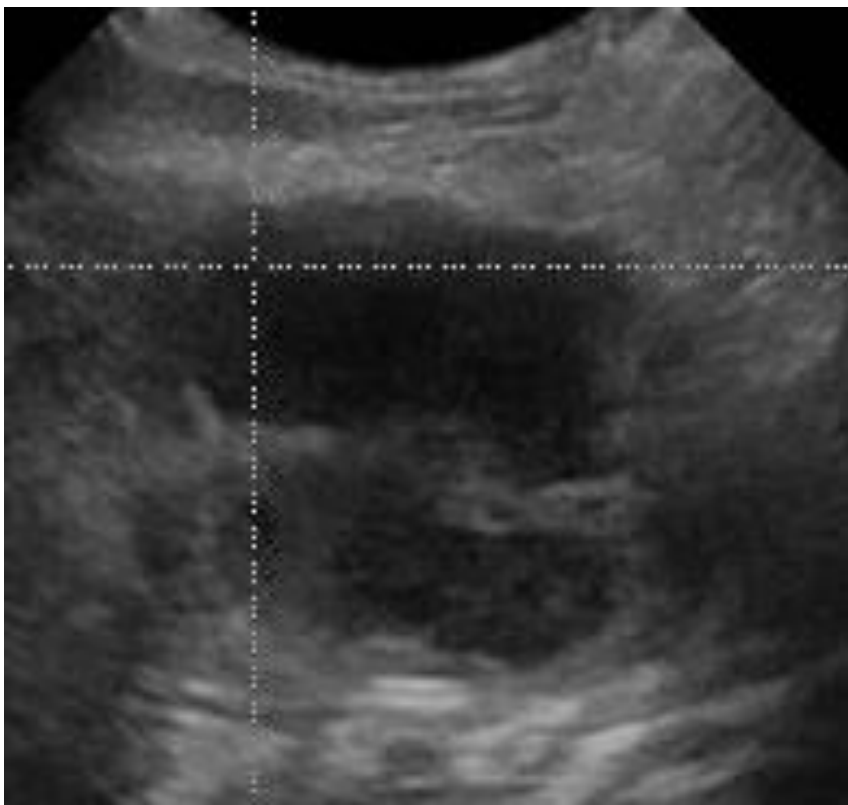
Imagen hipoeecogénica con zonas anecoicas centrales (necrosis) bordes irregulares, cápsula gruesa y Doppler en la periferia.
